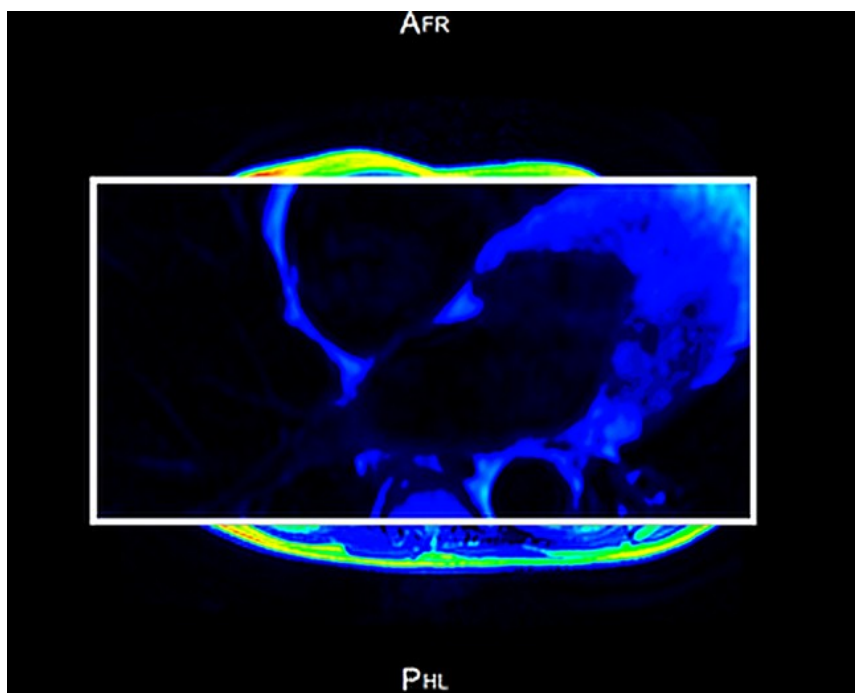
Resonancia magnética cardíaca (plano axial, secuencia de realce).
